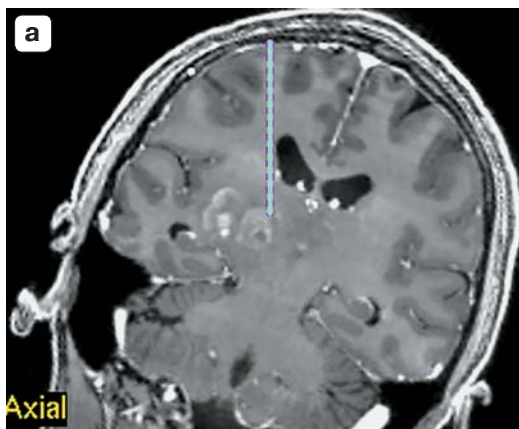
МРТ-реформация во фронтальной (а) и сагиттальной (б) проекциях демонстрирует траекторию биопсийного канала, который проходит кпереди от центральных извилин и вне желудочков головного мозга.
